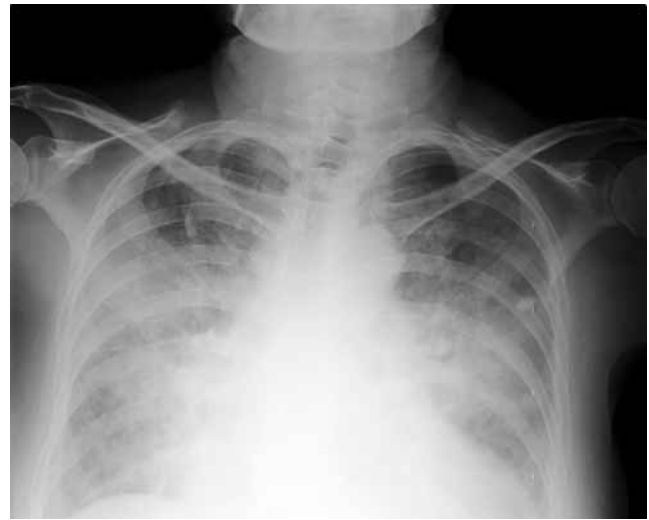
Рентгенограмма органов грудной клетки в прямой проекции от 03.09.15. Выраженная диффузная инфильтрация паренхиматозно-интерстициальных структур. Корни легких не дифференцируются, перекрыты уплотненной легочной тканью. Сердце значительно расширено влево, справа дуги сердца не дифференцируются
